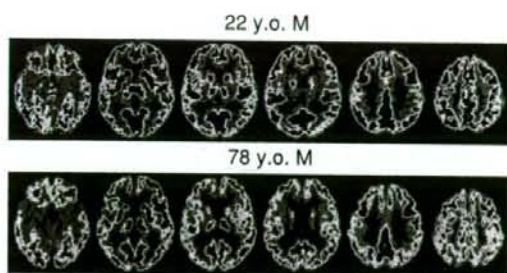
FDG-PET in Healthy Young and Old Subjects
